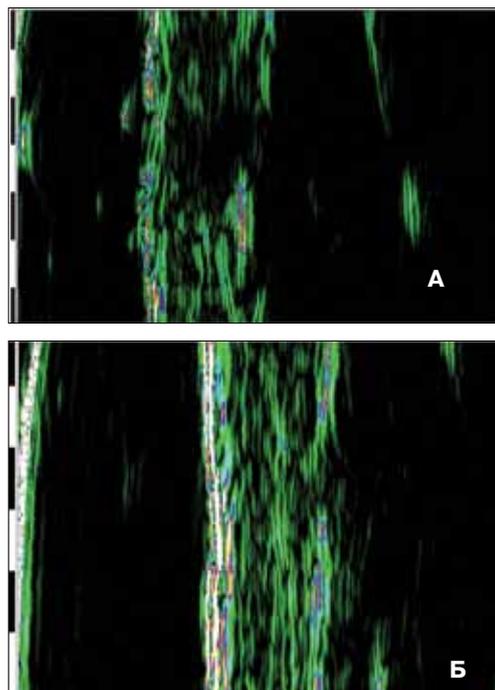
Пациентка И. 57 лет. УЗИ кожи
